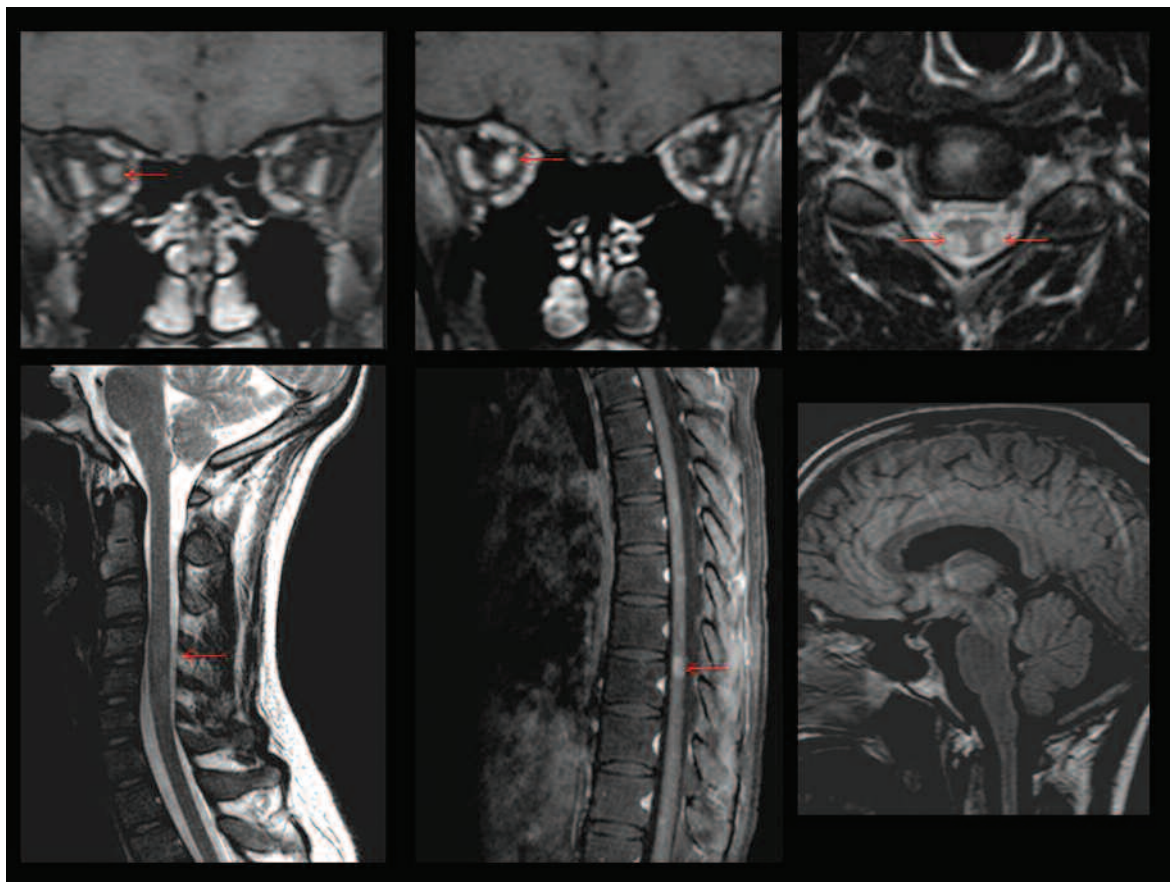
Paciente masculino de 25 años que consulta por visión borrosa y parestesia en miembros superiores. RM: nervio óptico derecho aumentado de tamaño con refuerzo poscontraste y lesiones medulares bilaterales a predominio de los cordones posterolaterales, hiperintensos en secuencia T2, con realce homogéneo sin lesiones del parénquima cerebral. Ig G anti acuaporina 4 positiva. Hallazgos compatibles con neuromielitis óptica (Enfermedad de Devic).
